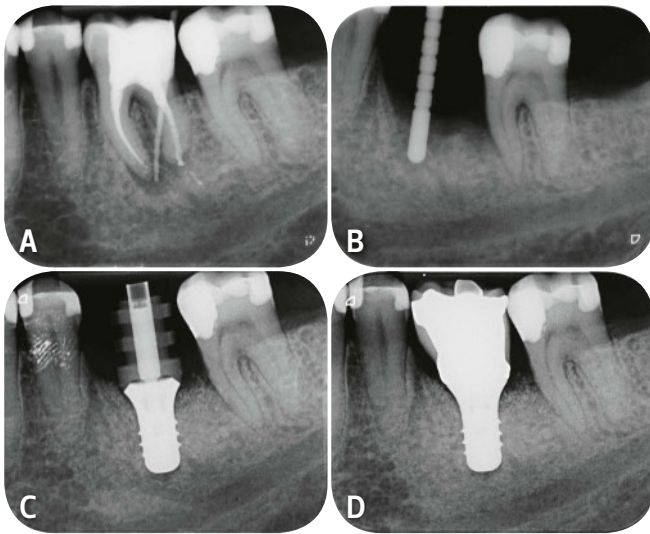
Ausgangsröntgenbild (A, 6.12.2013) und Situation bei Implantation (B, 15.4.2014) mit Knocheneinbruch mesial von 37, Abformung des Implantates mit verschraubtem Abdruckpfosten 36 (C, 19.8.2014) und zwei Wochen später Abgabe der verschraubten Implantatkrone (D, 2.9.2014)
